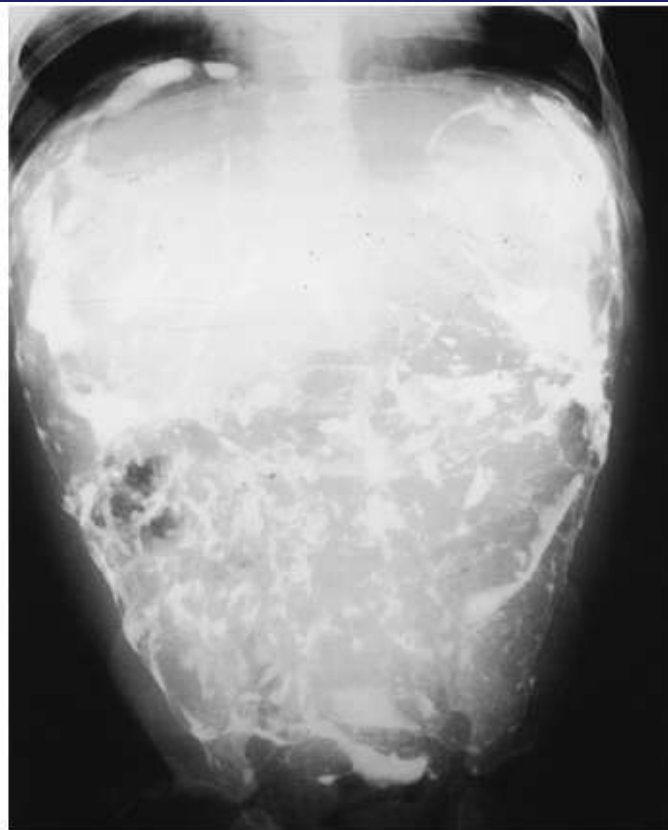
Postoperative radiograph after perforation caused by hydrostatic barium enema. This snowstorm picture lasts for life.
